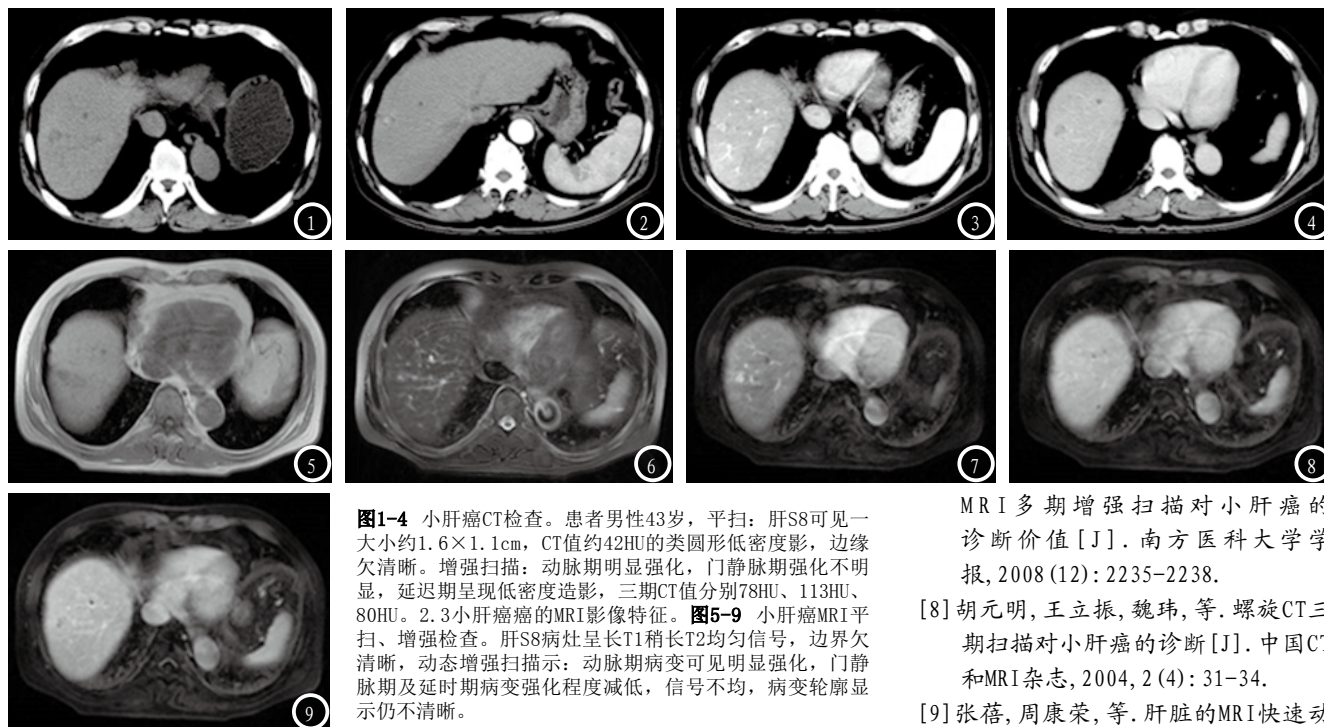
小肝癌CT检查。患者男性43岁，平扫：肝S8可见一大小约1.6×1.1cm，CT值约42HU的类圆形低密度影，边缘欠清晰。增强扫描：动脉期明显强化，门静脉期强化不明显，延迟期呈现低密度造影，三期CT值分别78HU、113HU、80HU。2.3小肝癌的MRI影像特征。图5-9 小肝癌MRI平扫、增强检查。肝S8病灶呈长T1稍长T2均匀信号，边界欠清晰，动态增强扫描：动脉期病变可见明显强化，门静脉期及延迟期病变强化程度减低，信号不均，病变轮廓显示仍不清晰。
